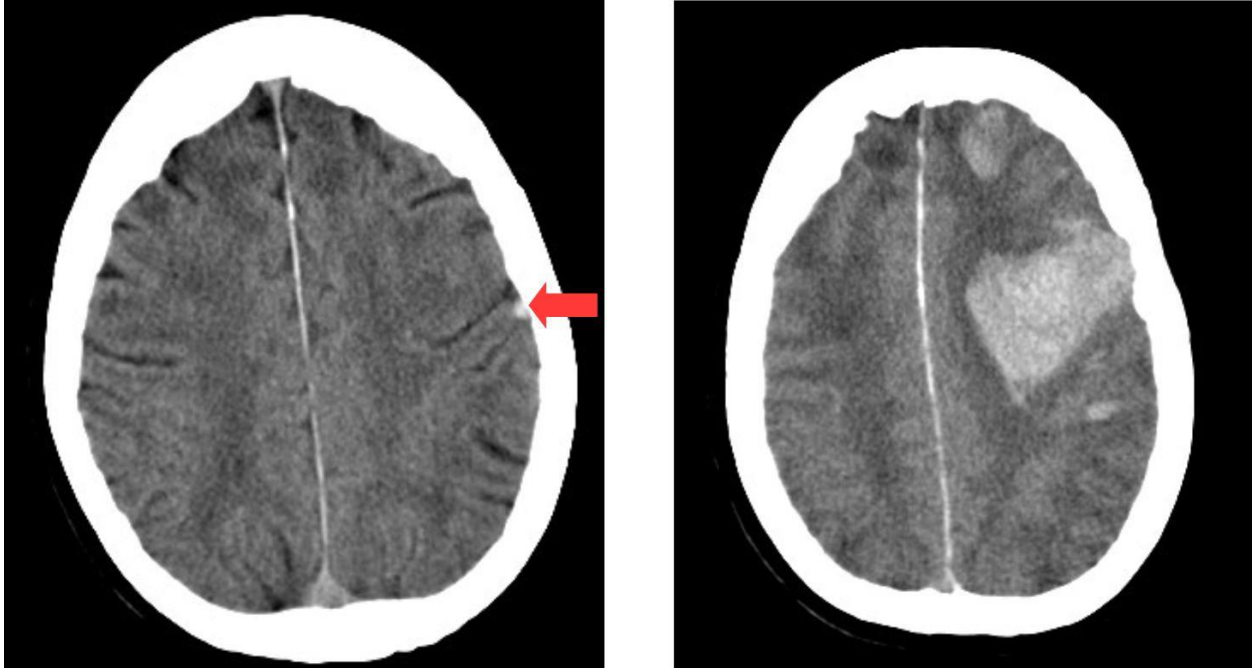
CT-Befund vor (links) und nach (rechts) Lysetherapie (Patient 8)
